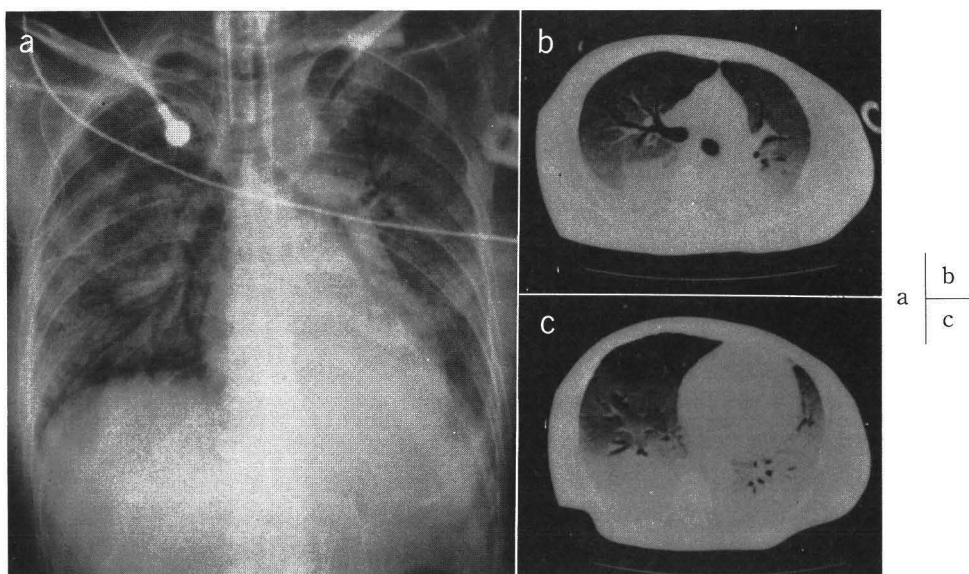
炭酸ガス分圧の正常化を目標とした機械的人工換気により barotrauma を合併した症例；65 歳。女性。急性膀胱炎。a：搬入時，人工呼吸開始時の XP；両側肺に airbronchogram を伴う慢性浸潤影を認める。b，c：同上，CT；荷重側肺の高濃度領域を認める。
